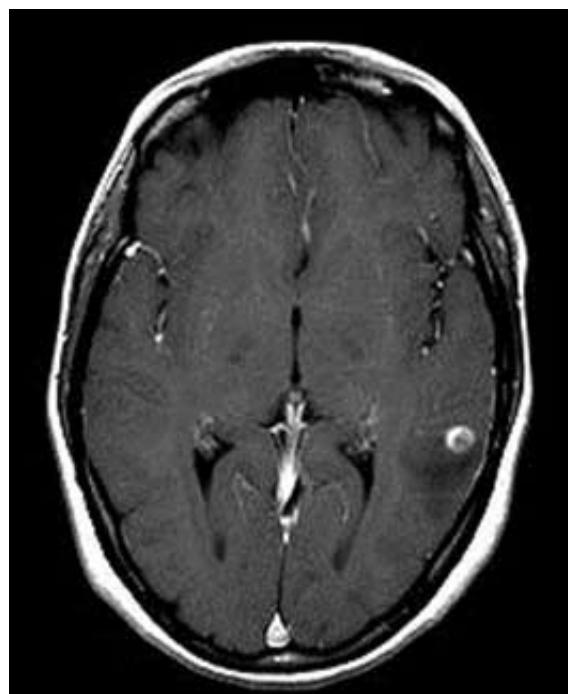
T1-weighted axial section post-Gadolinium shows a small round cystic cortical lesion with ring enhancement and surrounding oedema in the white matter of left temporal lobe.
